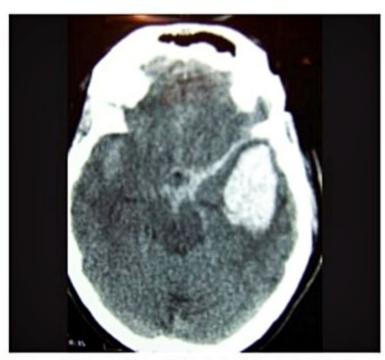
Tomografia computadorizada evidenciando HSA e hematoma temporal decorrente de ruptura de aneurisma da artéria cerebral média.
